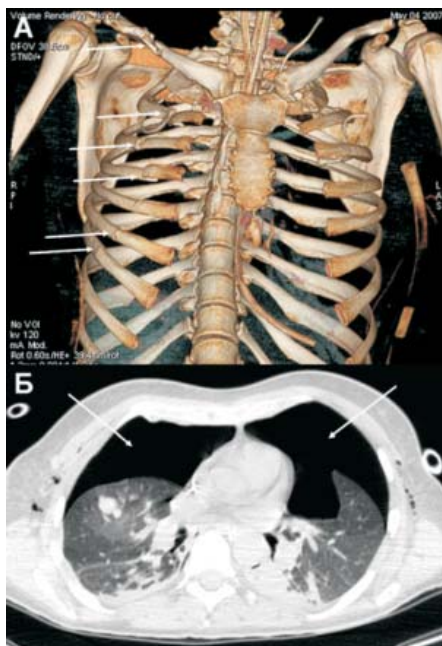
МСКТ легких у пациентки с поли­травмой. На рис. 4А определяются множественные переломы правой ключицы, ребер (стрелки), визуализируются назогастральный зонд, подключичный венозный катетер, плевральные дренажи. Вследствие множественных переломов ребер у пациентки развился двухсторонний пневмоторакс (рис 4Б, стрелки) в сочетании с респираторным дистресс-синдромом.
